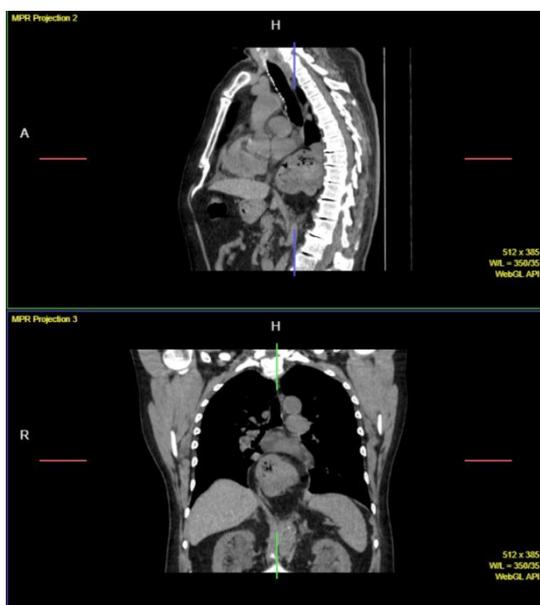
МСКТ органов грудной клетки и брюшной полости Рис. 2 . Рентгенография и рентгеноскопия желудка
